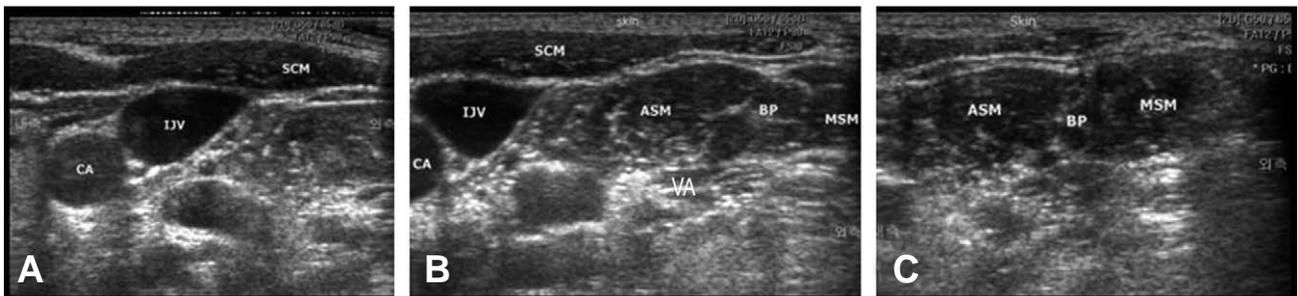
Ultrasound image of transverse section of neck: move medial to lateral from A to C (abbreviation: CA - carotid artery, IJV - internal jugular vein, SCM - sternocleidomastoid muscle, ASM - anterior scalene muscle, MSM - middle scalene muscle, BP - brachial plexus, VA - vertebral artery)
